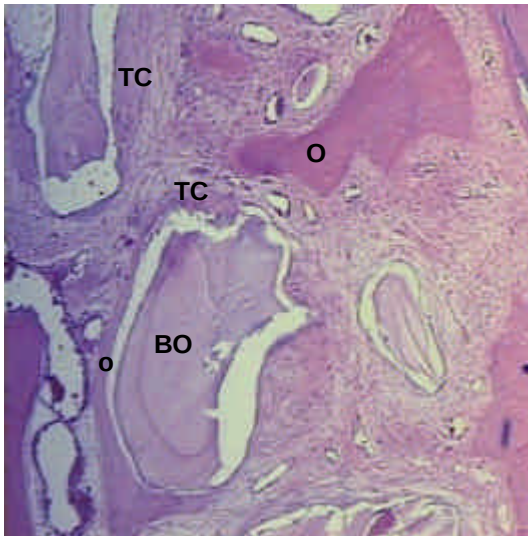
Biomaterial (BO) envolto parcialmente por tecido ósseo (o) e por tecido conjuntivo fibroso (TC) e outro por tecido conjuntivo fibroso (TC). Presença de tecido ósseo (O) em remodelação. H/E (100x)
